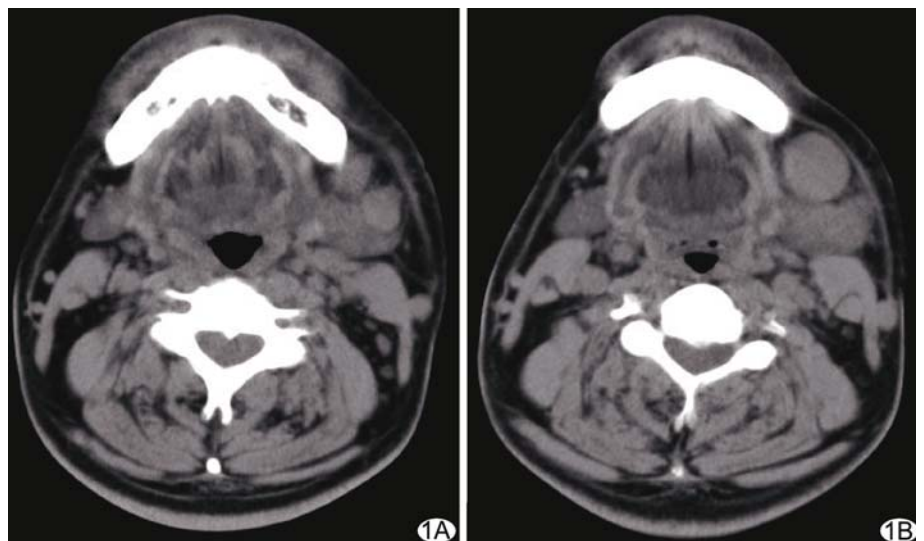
CT 表现 左侧颌下腺增大, 约 3.0 cm×1.7 cm, 密度略增高, 其前方及前下方见两个结节影, 直径分别为 1.6 cm(A)和 2.5 cm(B), 与颌下腺界限较清
